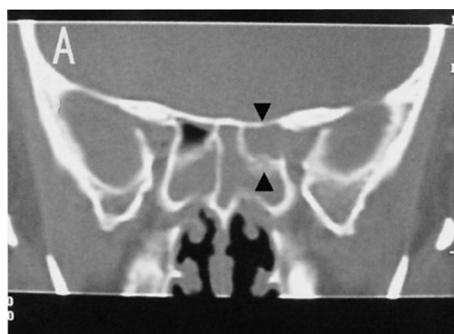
A Coronal computed tomography shows a dense homogeneous mass in an Onodi cell (arrow). Bone defect presents inferior to the optic nerve.
